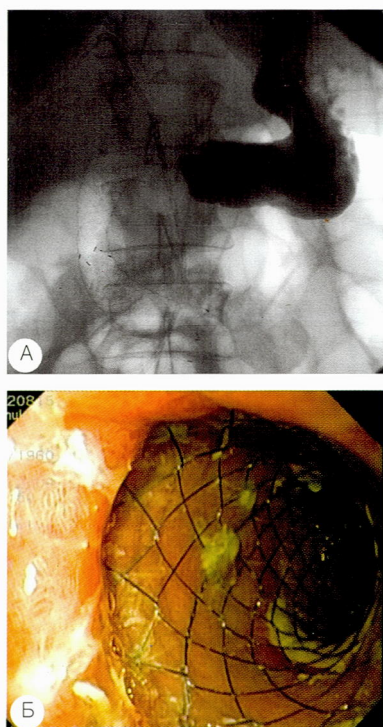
Наблюдение больной О., 48 лет. Диагноз: рак головки ПЖ. Прорастание опухоли ПЖ с формированием стриктурной ДПК. Опухолевый стеноз ОЖП. МЖ. Состояние после ЧЧХС (наружное желчеотведение). Иллюстрация эндоскопического восстановления проходимости ДПК (А – рентгенограмма, Б – эндофото): А – стриктурная стриктура ДПК, установленный дуоденальный стент; Б – эндоскопическая картина восстановленной проходимости ДПК
